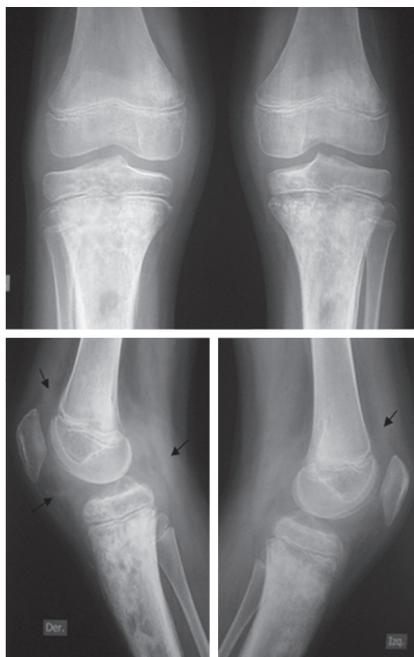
RADIOGRAFÍAS COMPARATIVAS DE RODILLAS CONTROL A LOS 3 MESES.
